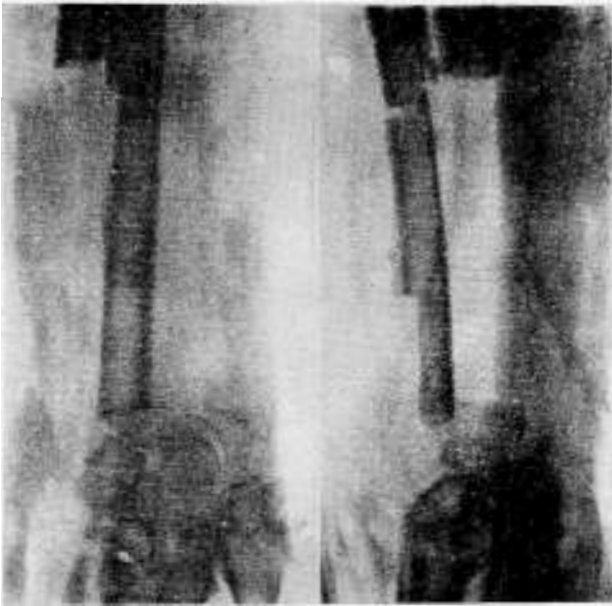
Caso N° 1. — Radiografía tomada inmediatamente después de la operación. El injerto está bien colocado del lado del radio, pero se ha desplazado de su lecho carpiano.
